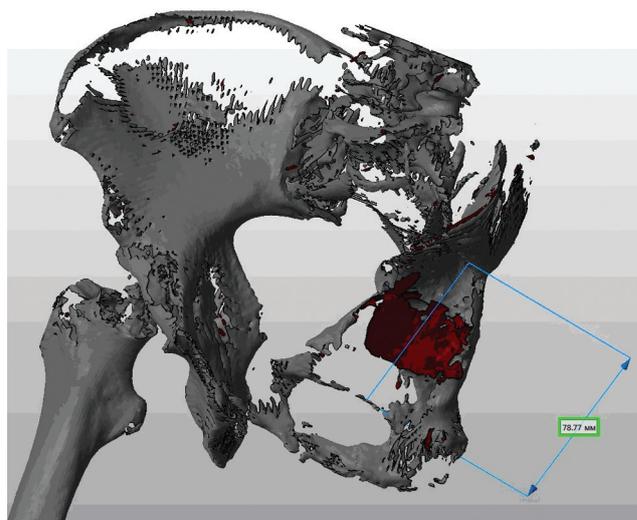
3D-модель таза, построенная с помощью МСКТ методом этапной послойной визуализации, с оценкой плотности костной ткани по Хаунсфилду в диапазоне от 478 до 2132 HU и визуальным удалением имплантатов
